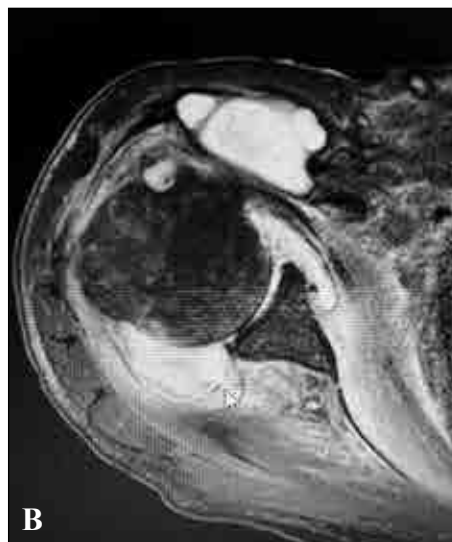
Ressonância magnética ponderadas em T2 do ombro direito. Coronal (A) e Axial (B).
